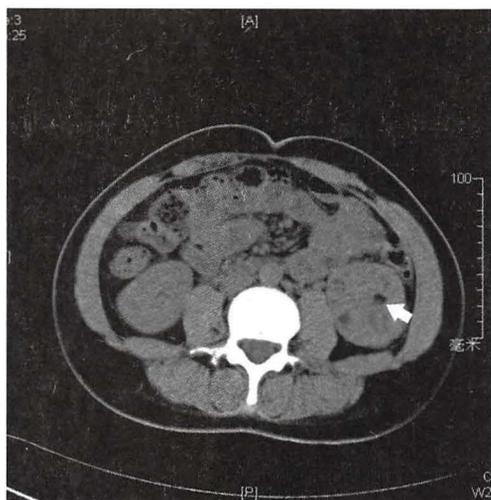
肾脏 CT 平扫示左肾下极肿瘤，内部含有负值信号（脂肪成分）
